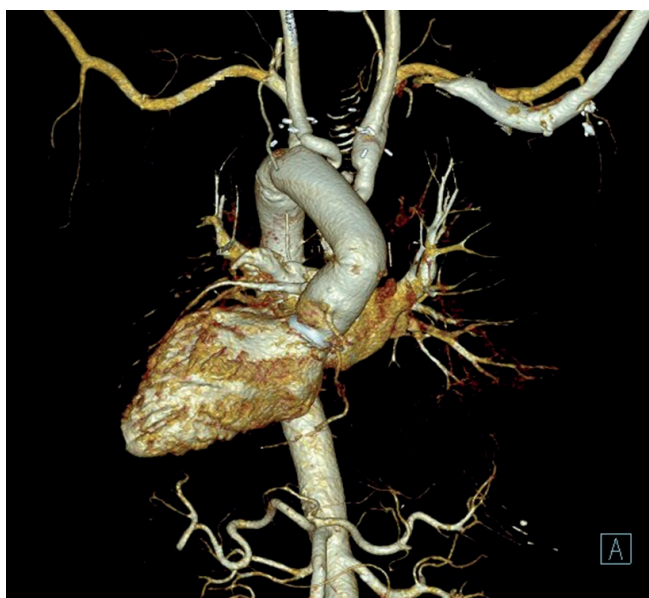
Компьютерная томография сердца и аорты с контрастированием после операции.
